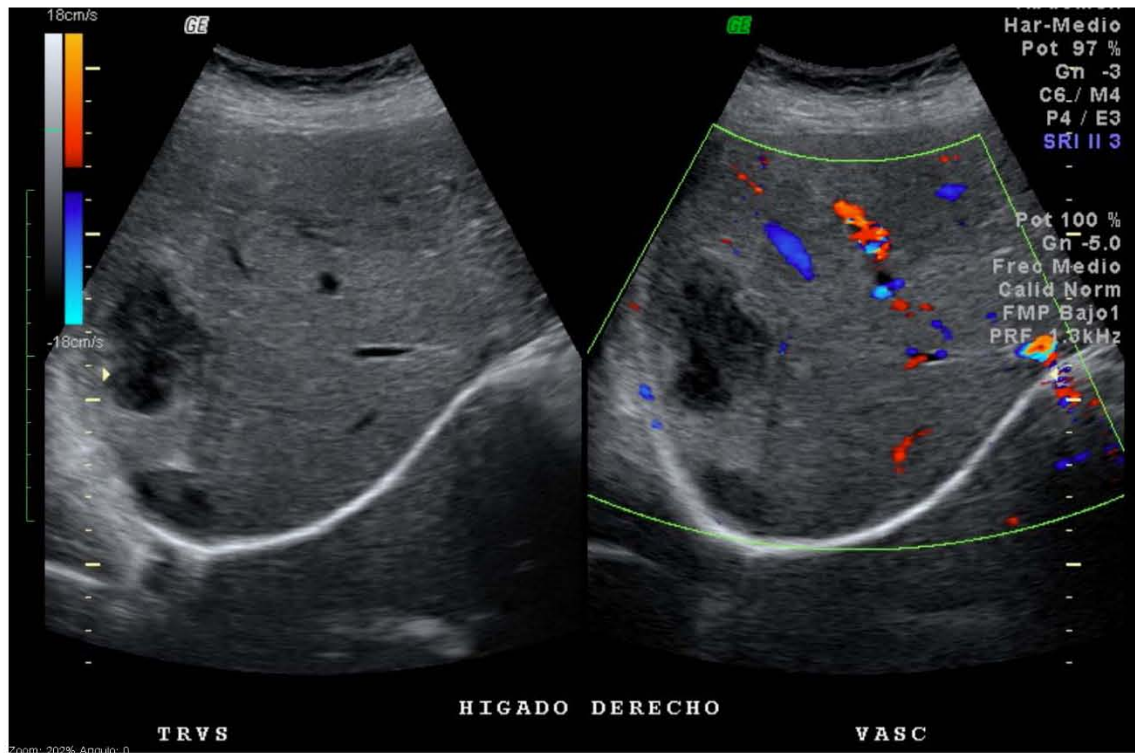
Imagen de ultrasonido tomada de la base de datos del servicio de Imagenología del Hospital General del Estado de Sonora, muestra un corte transversal del lóbulo hepático derecho, donde se aprecian dos lesiones hipoeoicas, de bordes mal definidos, de diferente tamaño, que no presentan vascularidad a la exploración Doppler color.
